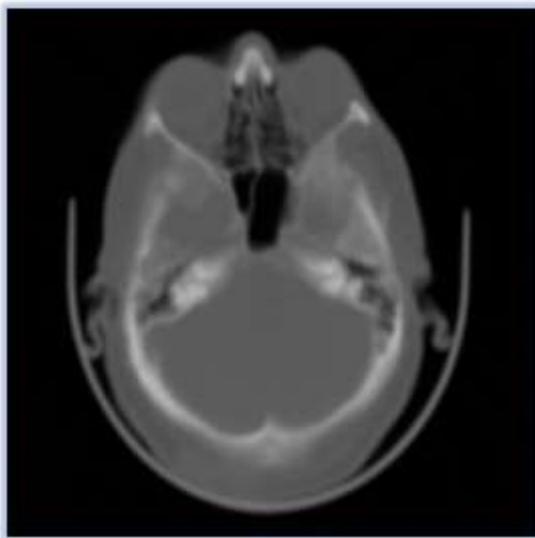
Tomografía Cerebral, corte Axial (Color GRAY)
